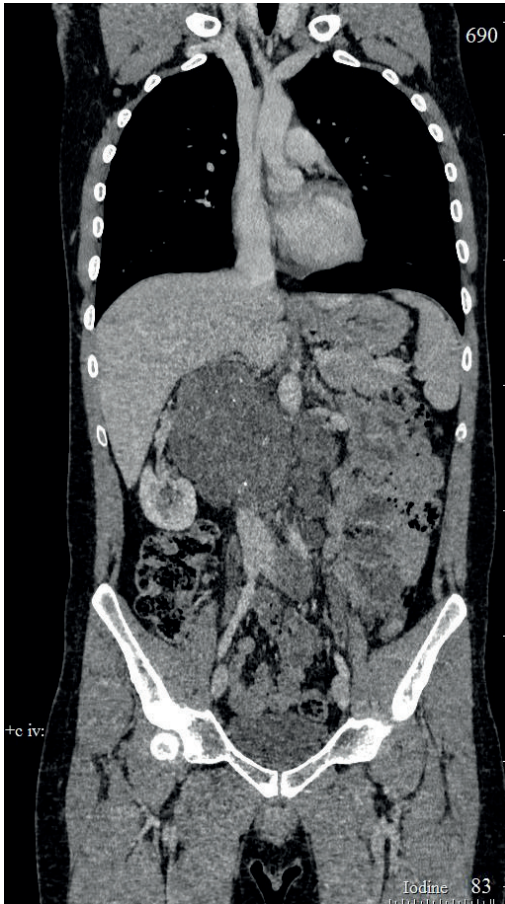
МСКТ-изображение органов брюшной полости и забрюшинного пространства. В области аорто-кавального промежутка определяется конгломератная опухоль протяженностью до 20 см, вовлекающая правую почку, почечные сосуды, нижнюю полую вену и аорту. Опухоль распространяется до уровня общих подвздошных сосудов.
